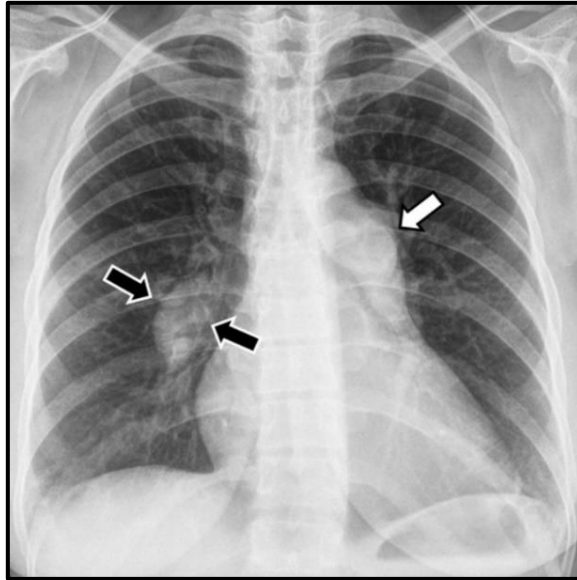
Radiografía de tórax en un paciente con TEP crónico. Signo de Fleischner (flechas blancas). Signo de Palla (flechas negras). Imagen tomada de la revista *The British Journal of Radiology*, Volúmen 93, Número 1108. "Multimodal indirect imaging signs of pulmonary embolism" 2020. (48)
